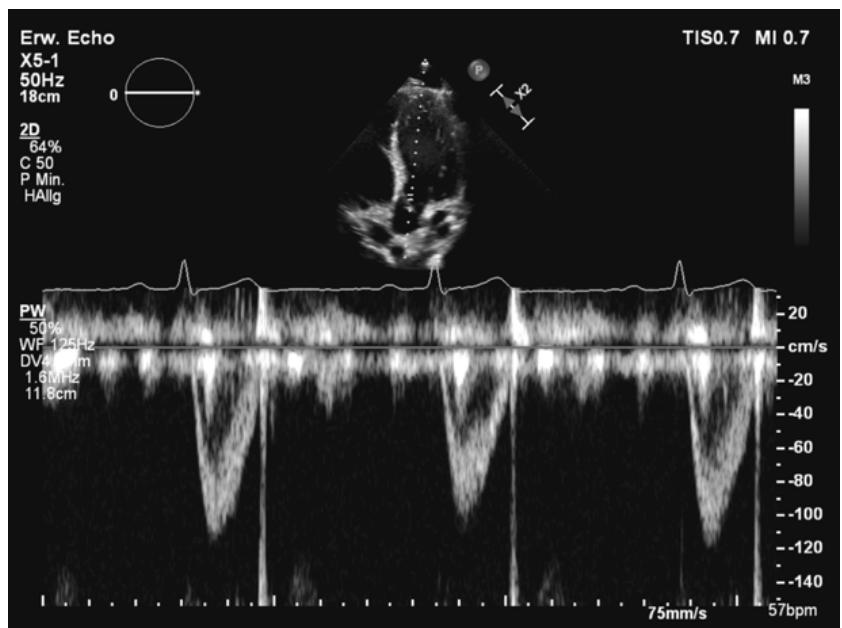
Bestimmung des Ortes von V_{\max} (= maximale transvalvuläre Geschwindigkeit) mittels PW (Pulsed Wave) Doppler
